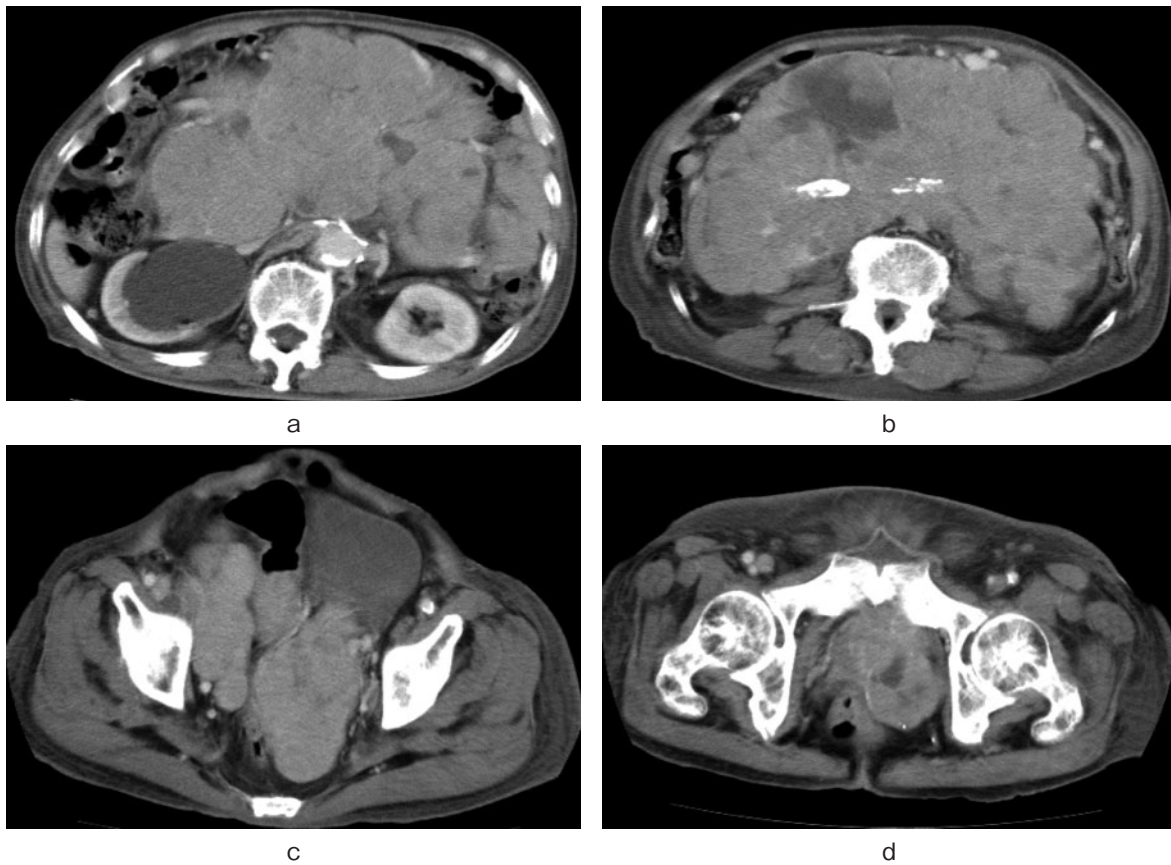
CT demonstrates right hydronephrosis (a), large abdominal solid mass 22.3cm in longest diameter (b), cavity of the pelvis (c), prostate cancer 4.6 cm in diameter on the left lobe (d).
